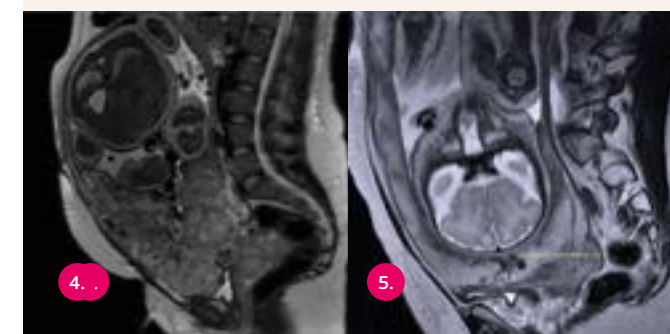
Imagem de ressonância magnética Paciente de 38 anos, com antecedente de 2 cesáreas. IG: 35 semanas e 2 dias. A ultrassonografia demonstrou placenta prévia e sinais de acretismo. A ressonância magnética foi solicitada para avaliação do grau de profundidade da invasão, demonstrando infiltração da cúpula vesical que foi confirmada na cirurgia
